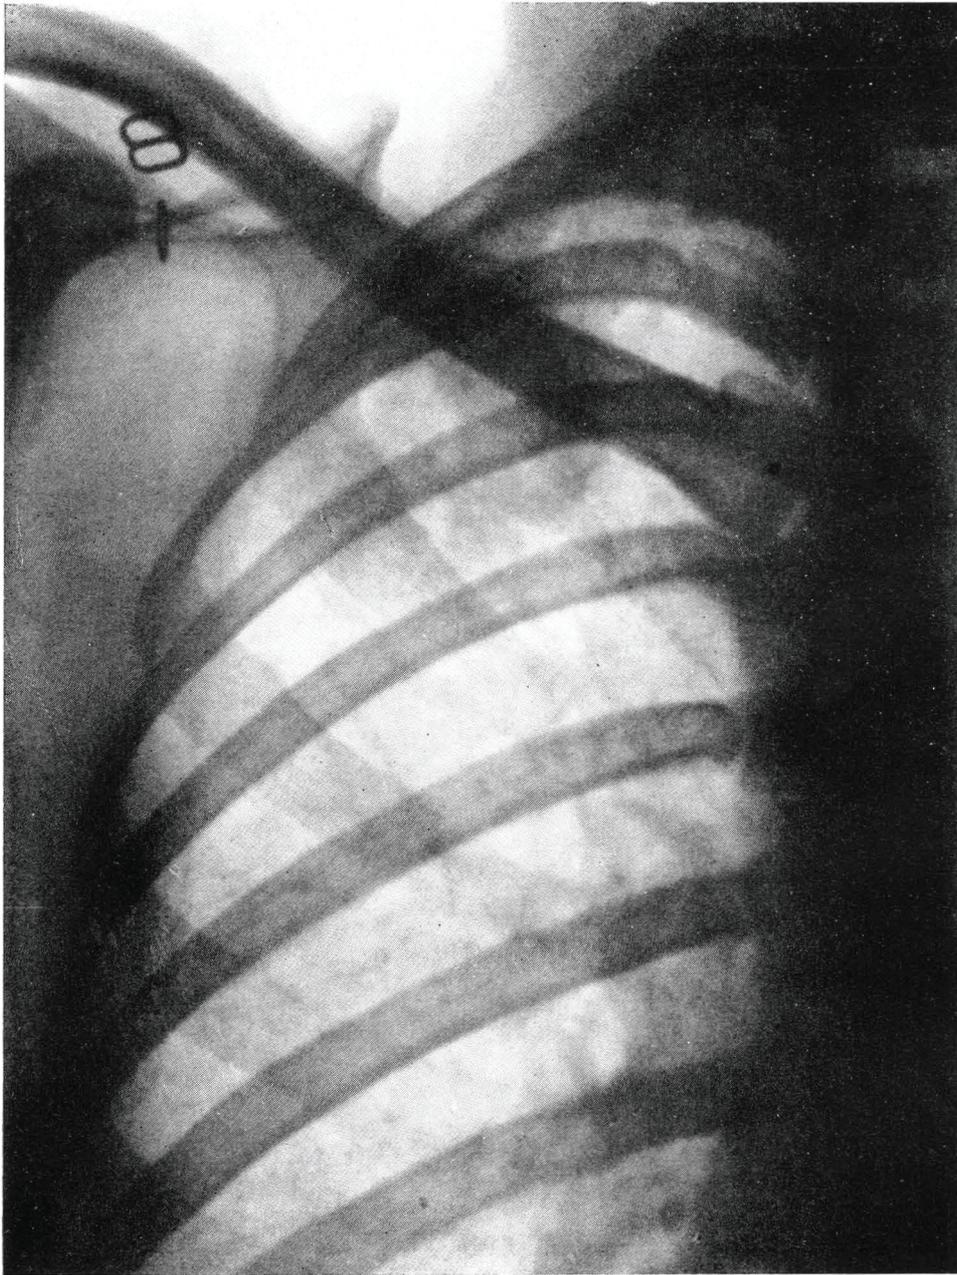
Caso nº 3 — Doente no ingresso do curso — Telerradiografia nº 8.073, de 6-111-950 — Infiltrado precoce tipo maculoso no primeiro espaço intercostal anterior D. Lavado gástrico direto positivo, 9-111-950.
